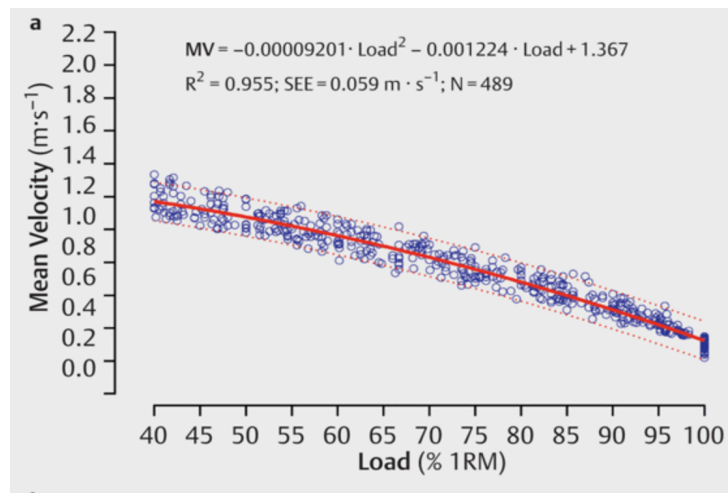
Correlaciones de predicción del RM con la velocidad de ejecución en la sentadilla. Extraído de Sánchez-Medina y cols. (2017)
